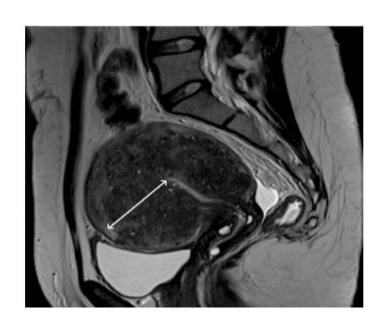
Диффузный аденомиоз: Т2-сагиттальная томограмма. Утолщение соединительной зоны в виде гипоэхогенного сигнала с точечными гиперинтенсивными миометриальными очагами (отмечено стрелкой)
